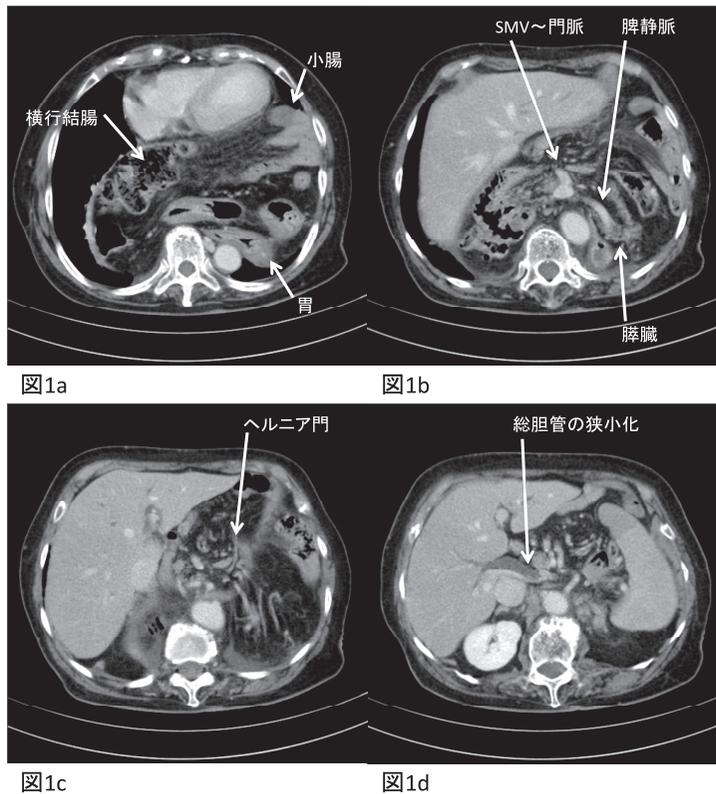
胸腹部造影CT: 縦隔内に胃, 十二指腸, 脾臓, 横行結腸, 小腸の一部が脱出した。十二指腸, 脾臓全域が縦隔内に脱出して総胆管が頭側に牽引されて, 肝内胆管および総胆管が拡張していた。
